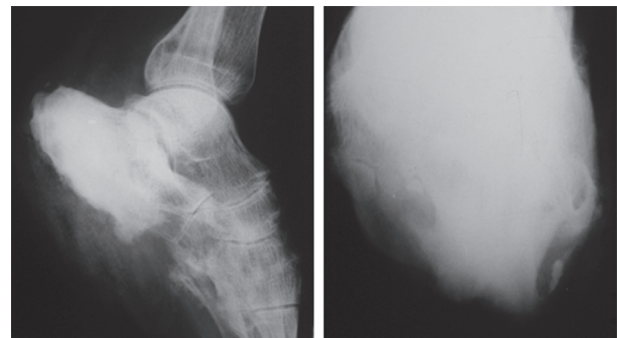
Раненый А. МБР стопы, рентгенография пяточной кости, с признаками остеомиелита
